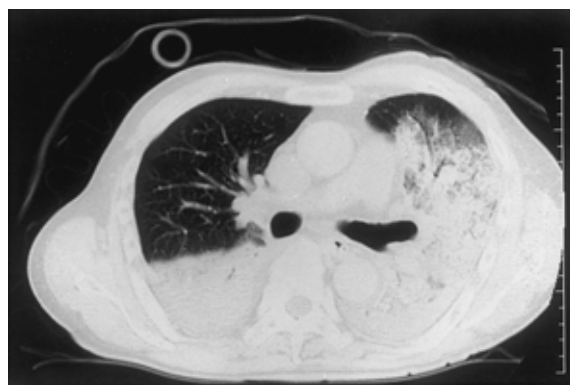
Dense consolidation is seen in the right lower lobe and in the posterior side of the left lung field on chest CT. In the left lung, the infiltration is margined by ground-glass density and a perilobular pattern of infiltration, which is suggestive of interstitial change. A small amount of pleural effusion is also visible in the left thorax.
